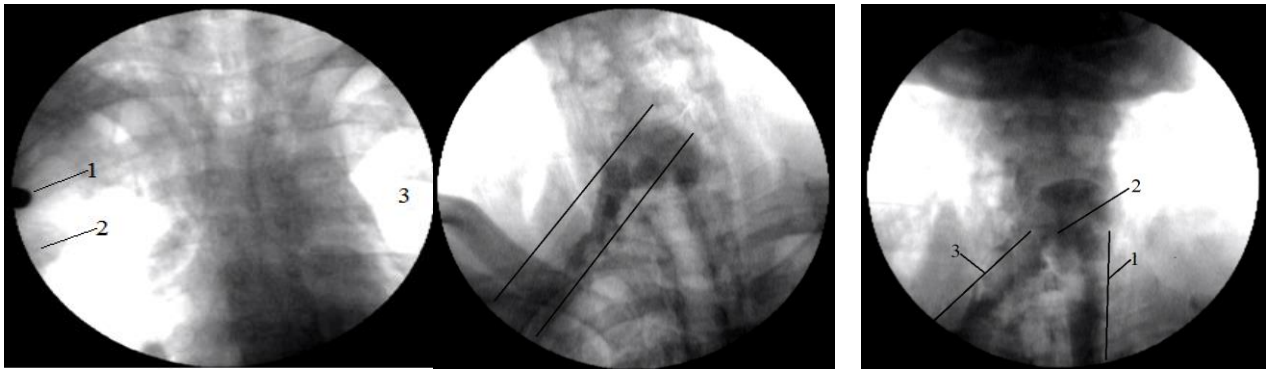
Рентгеноскопія у постраждалого з кульовим пораненням стравоходу. Початок дослідження: 1 – тіло металевої щільності (куля); 2 – субплевральні відділи правої легені; 3 – ліва легеня. Рентгеноконтрастне дослідження. Нахил голови вперед. РК. Контрастна езофагоскопія: 1 – стравохід; 2 – затікання контрасту; 3 – рановий канал
